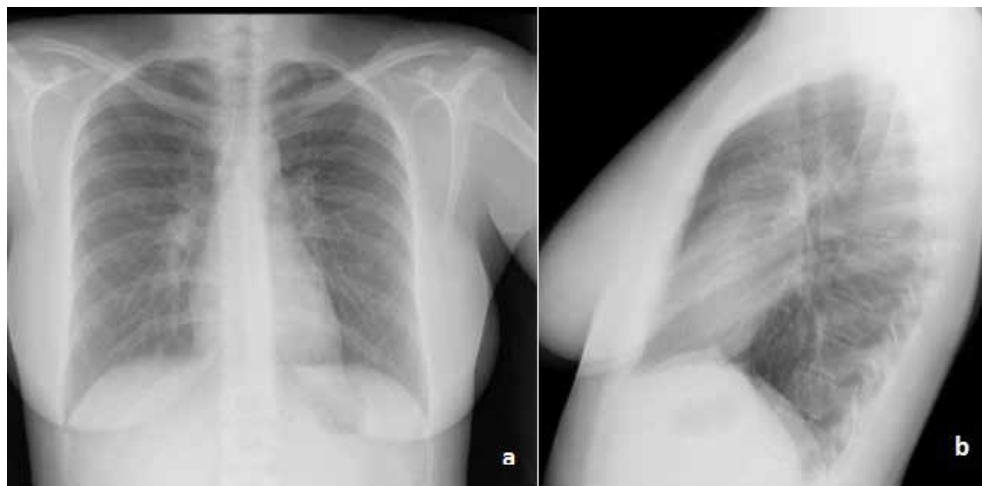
Radiografías de tórax posteroanterior (a) y lateral (b) normales.
